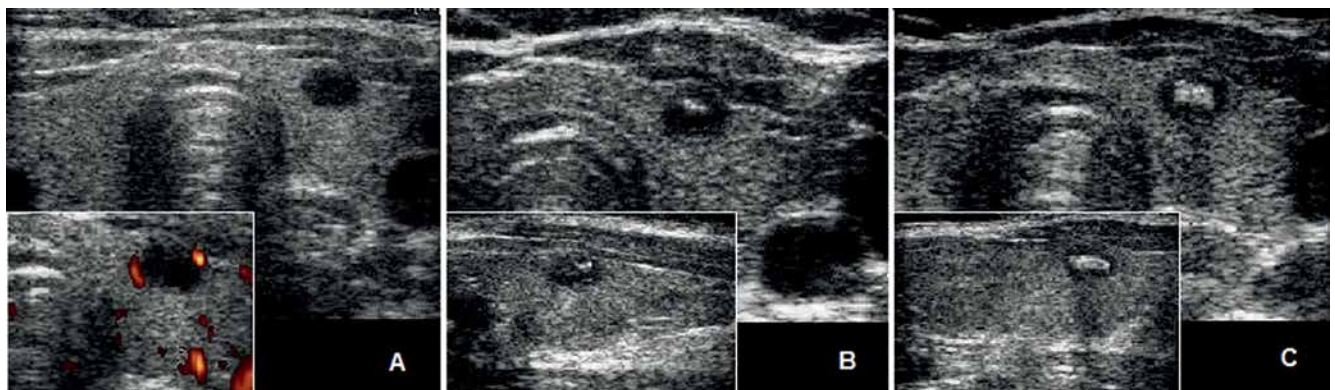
Ultrasound image of thyroid involvement in the course of suspected bartonellosis: A. a single oval, anechoic lesion that alters the outline of the gland in the 15th week of treatment; B. presence of a hyperechoic intrusion in the center; no new lesions – 28th day of treatment; C. calcification of the lesion after 12 months of treatment
